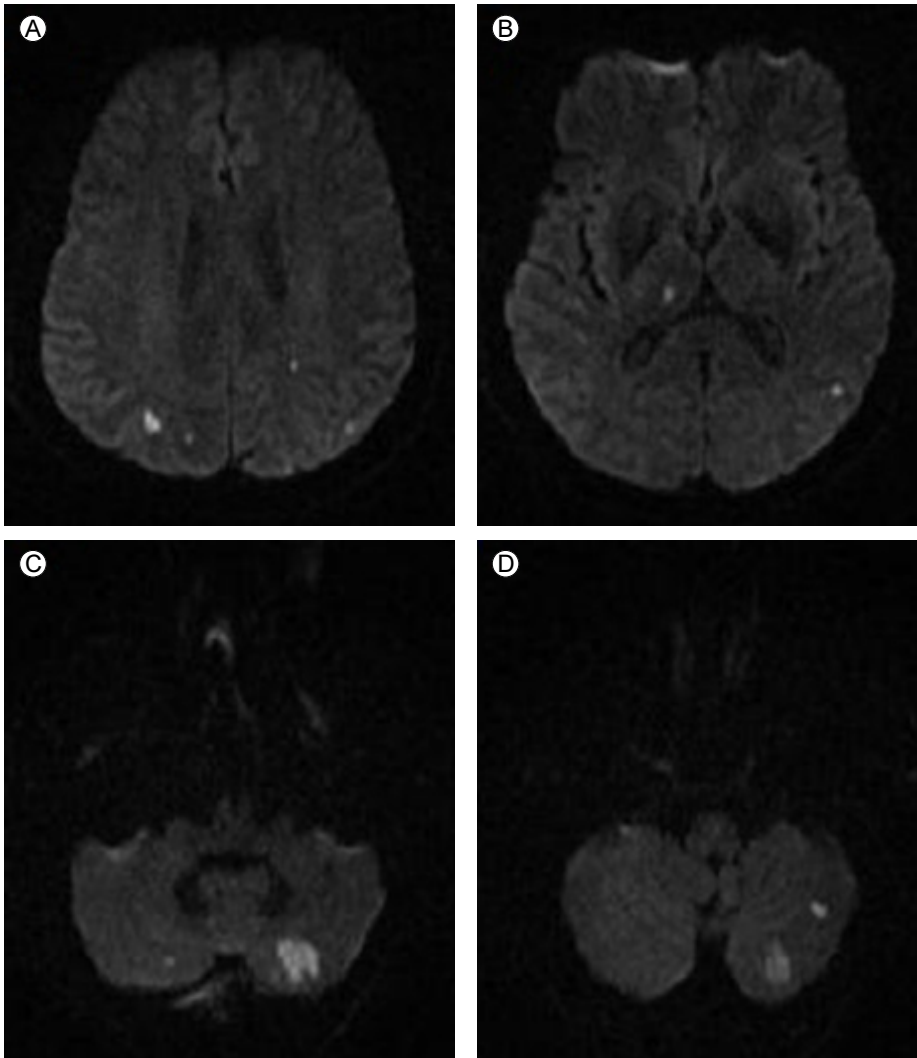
(A) Brain MRI revealed multifocal high signals corresponding to acute embolic infarctions above the bilateral parietal lobe, (B) right thalamus, and (C and D) left cerebellar hemisphere.
